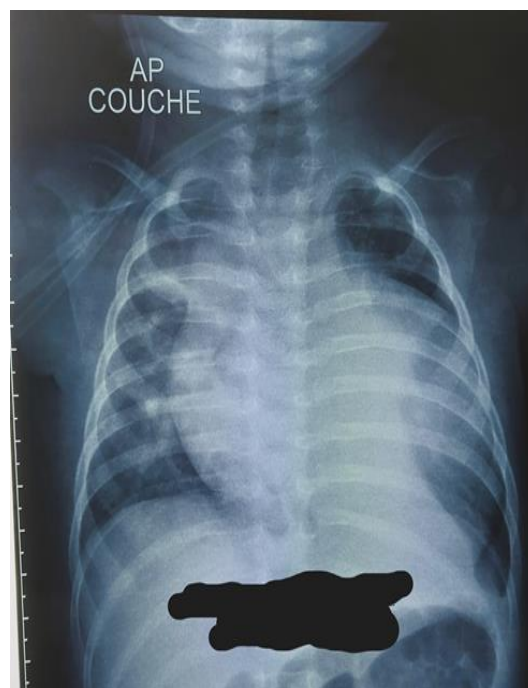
Radiographie du thorax de face montrant une importante cardiomégalie chez un nourrisson de 2 mois ayant une maladie de Pompe
